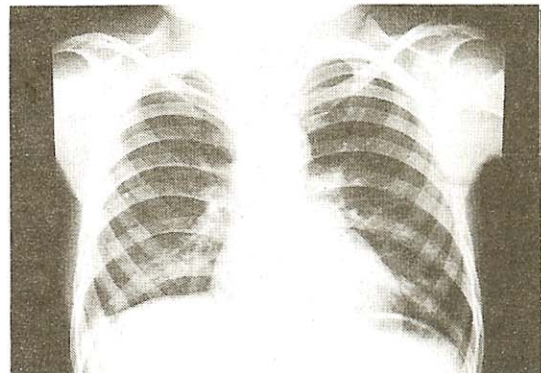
Chest X-ray at discharge showed markedly decreased amount of right pleural effusion. But, still right CPA is blunt due to pleural change.
